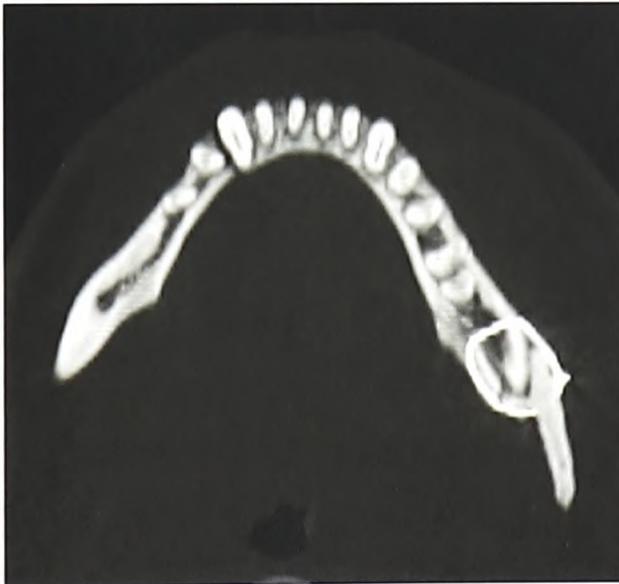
Компьютерная томография больного А. с переломом угла нижней челюсти слева со смещением (после операции)
